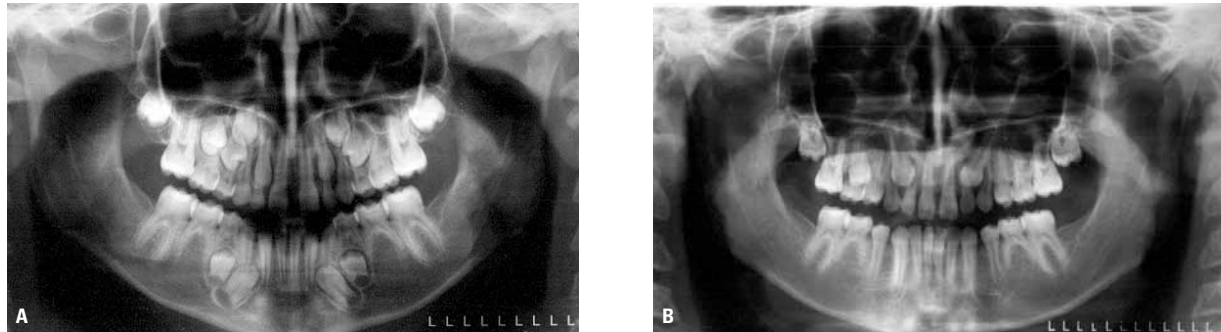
Paciente com agenesia dos segundos pré-molares e segundos molares inferiores: A) aos 10 anos de idade e B) aos 14 anos. Note o desenvolvimento de erupção ectópica dos caninos superiores (para palatino) da primeira para a segunda radiografia. Importante observar o notável atraso no desenvolvimento dentário aos 10 anos de idade.
